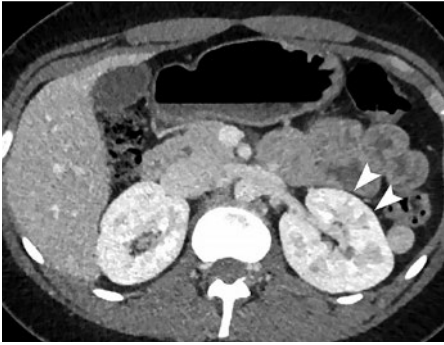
TDM abdominale montrant des infarctus corticaux rénaux.
